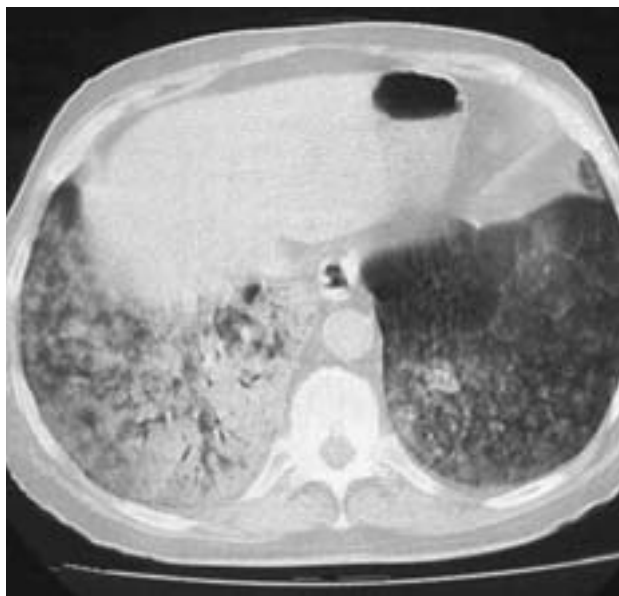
КТ легких больного X. при повторной госпитализации (июнь 2009 г.).
